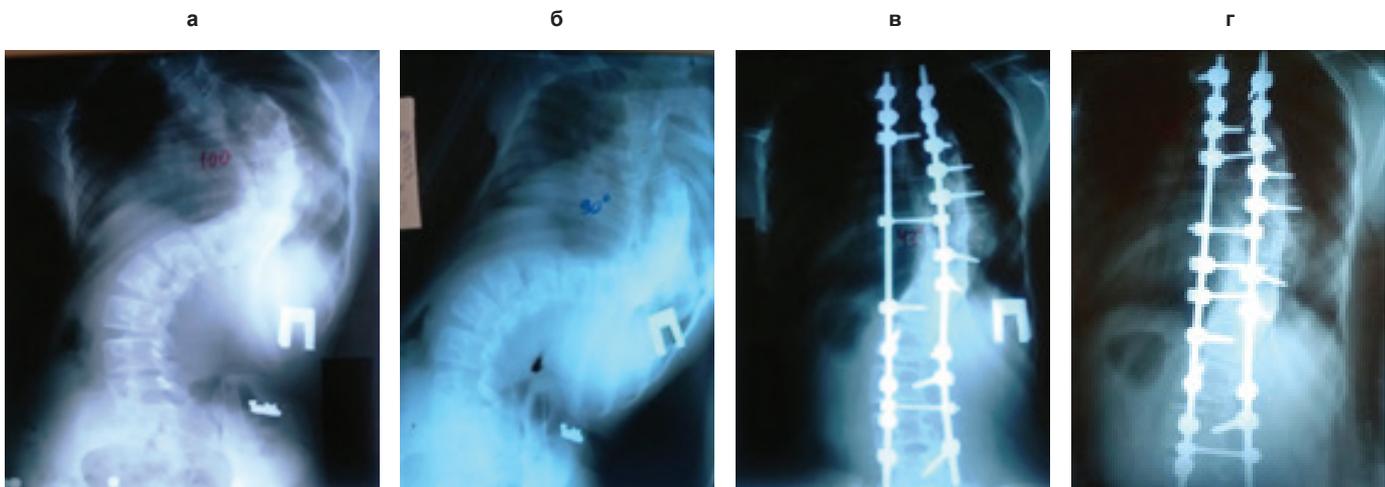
Рентгенограммы позвоночника пациентки до (а) и после (в) операции. Б – рентгенограмма пациентки до операции в функциональном положении, г – после второй операции – дополнительной коррекции
